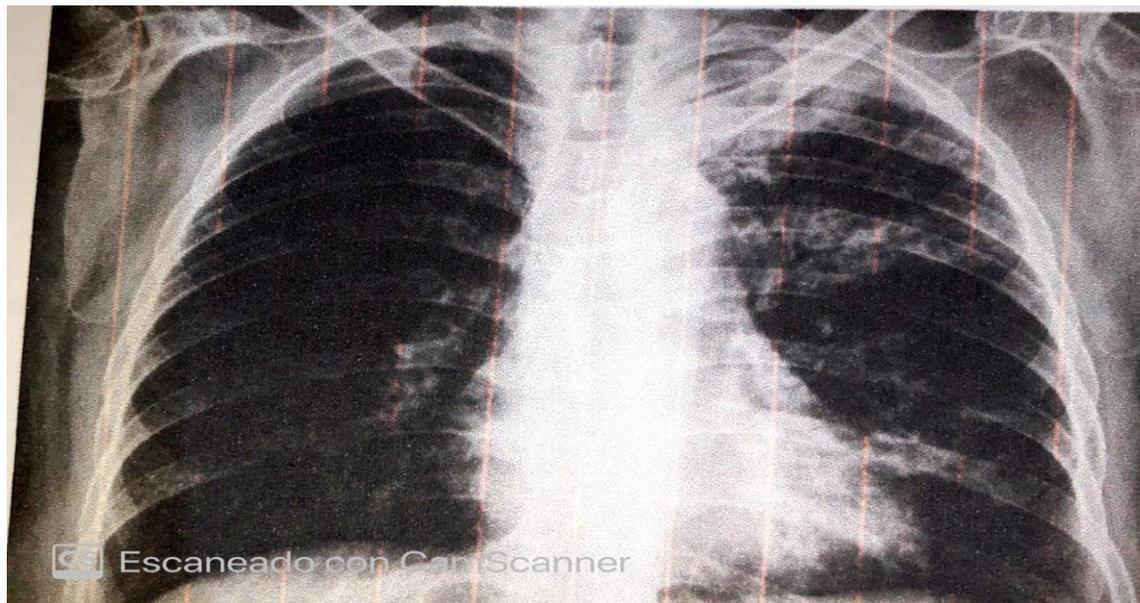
radiografía de torax realizada a la paciente para ver el estado de sus pulmones
